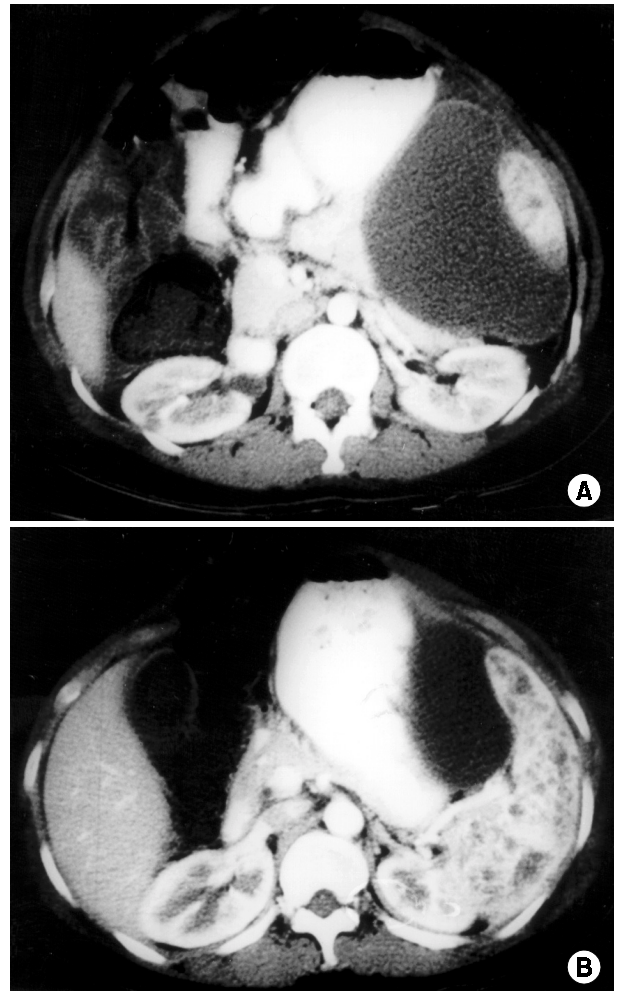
Preoperative abdominal CT scan shows well capsulated mesenteric cyst in gastrosplenic space and the number of hypo-dense multiple nodules in spleen (separated abscess).
